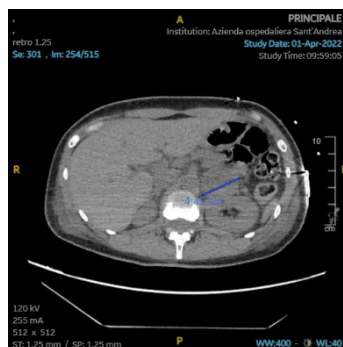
TC torace-addome senza mdc
